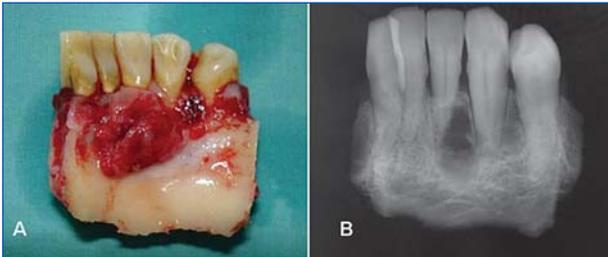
Macroscopía de la pieza quirúrgica. A: Vista por lingual. B: Radiografía de la pieza.
